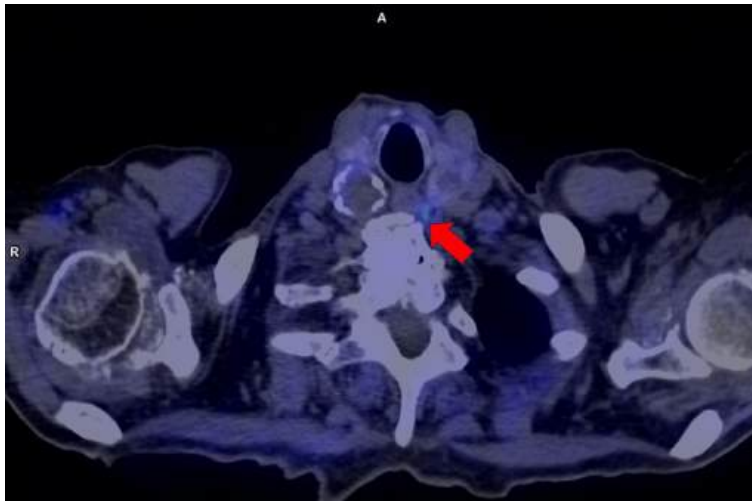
PET-CT con 18 F-Colina, plano axial, a nivel de la base del cuello. La flecha roja muestra el probable adenoma de paratiroides superior izquierda.
